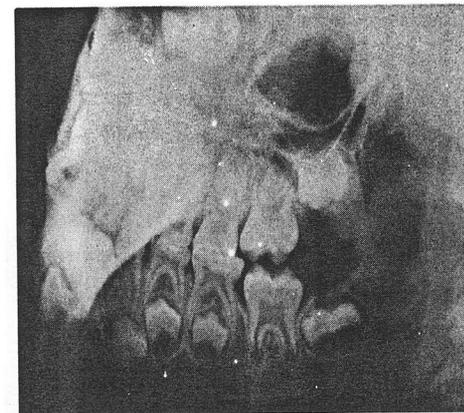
Dentadura aos sete anos. Os molares permanentes parecem ser conduzidos a uma má oclusão de Classe II, uma vez que as faces posteriores dos molares decíduos apresentam um degrau distal definido. Contudo, a oclusão não era exatamente correta quando a radiografia foi tomada, ou a condição era transitória, pois a Fig. 6.49 mostra a oclusão aos oito anos muito semelhante à oclusão aos seis anos (Fig. 6.47).
